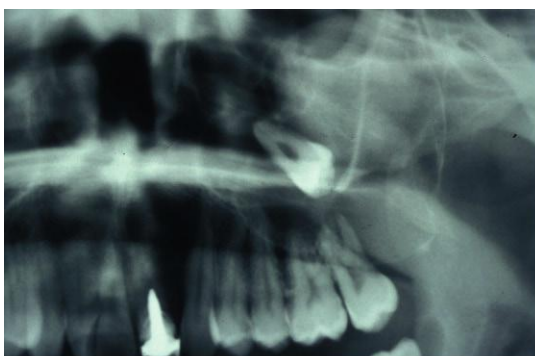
Exploración de Waters (A) y tomografía (B) de quiste dentígeno por retención de tercer molar superior heterotópico.
